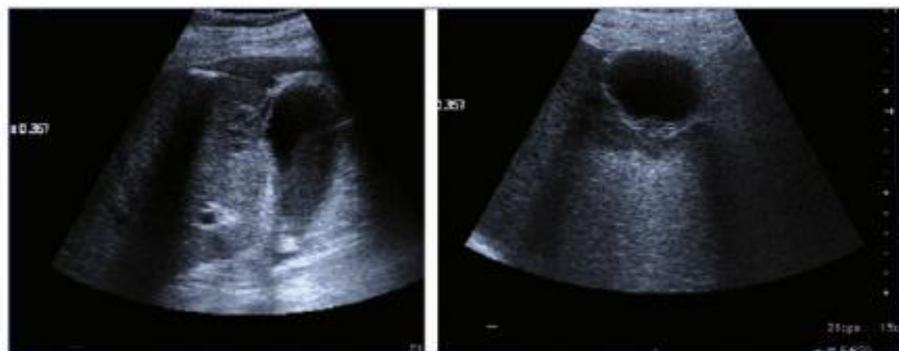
Ecografía de una colecistitis aguda
